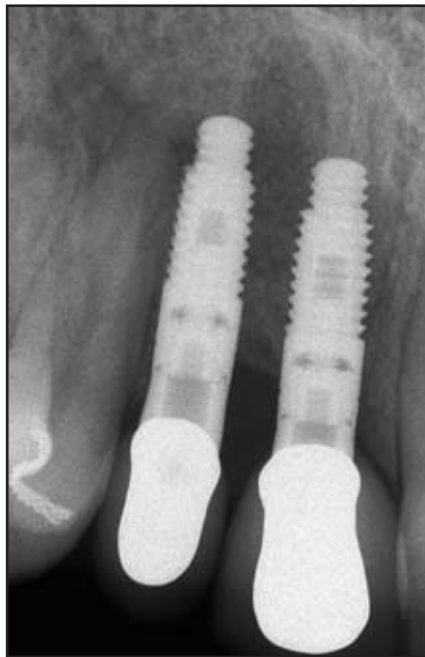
(links) Röntgenaufnahme nach der adhäsiven Befestigung.
